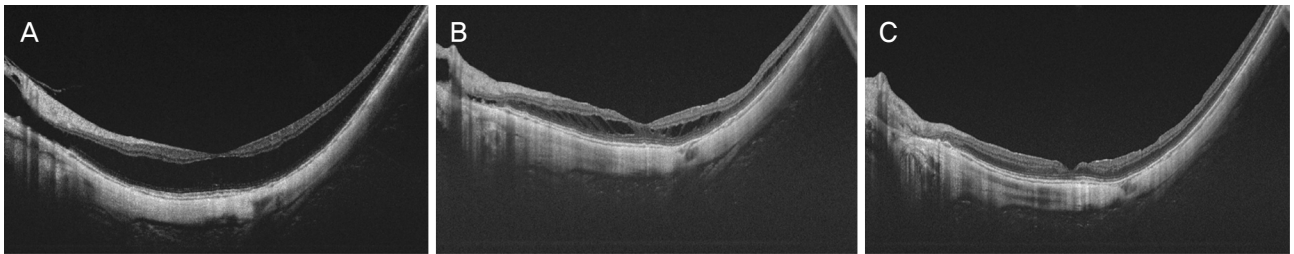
Optical coherence tomography (OCT) findings from a 36-year-old woman who underwent vitrectomy for myopic traction maculopathy. (A) Preoperative OCT showed macular retinoschisis. (B) At 3 months after surgery, partial resolution of the macular retinoschisis was shown. (C) At the final visit (24 months after surgery), complete resolution of the retinoschisis was observed.
